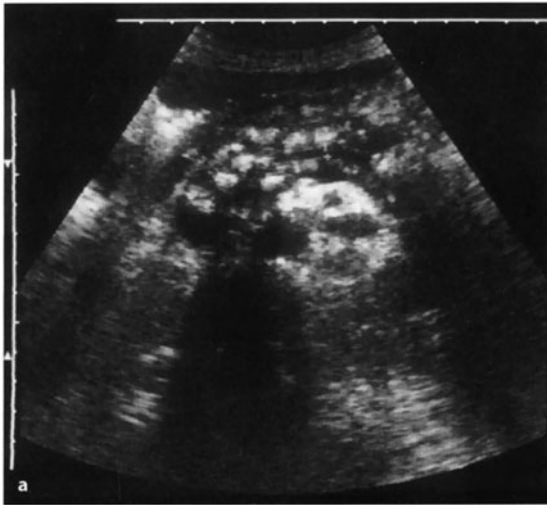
Chronische Pankreatitis mit diffusen Kalzifizierungen und Obstruktion des Ductus hepatocholedochus. a Sonographischer Oberbauchquerschnitt: Ductus pancreaticus mit Kreuzen markiert, nur gering verbreitert. b Darstellung des Ductus hepatocholedochus: verbreitert, nach distal, infolge der Kompression durch den Pankreaskopf, spitz zulaufend
